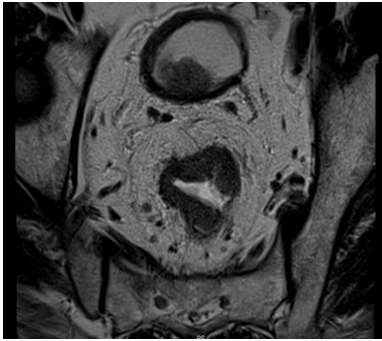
IRM SEQUENCE AXIALE T2 :
